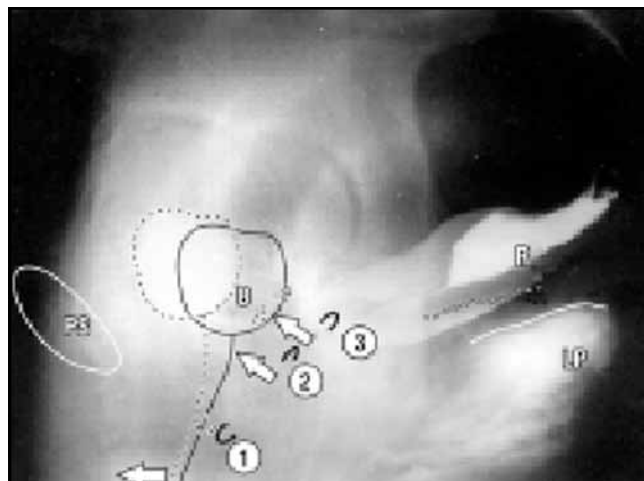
“Aperto” (Kegel, 1948). Radiografia lateral em pé. A situação de “aperto” (linhas pontilhadas) está sobreposta ao filme da situação de repouso (linha contínua). Clips vasculares foram posicionados na parede vaginal anterior: ‘1’ para a uretra média; ‘2’ para o colo vesical; ‘3’ para o assoalho vesical. Vagina, assoalho vesical (B) e reto (R), e platô elevador (LP) são tracionados superiormente e para frente.
